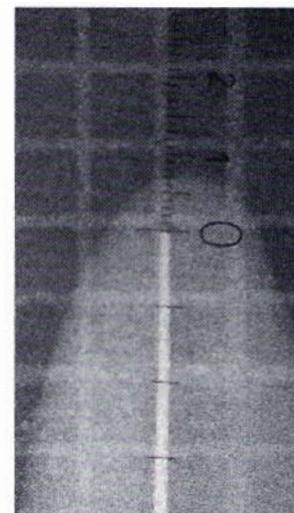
Radiografia del piano vestibolo-linguale.
